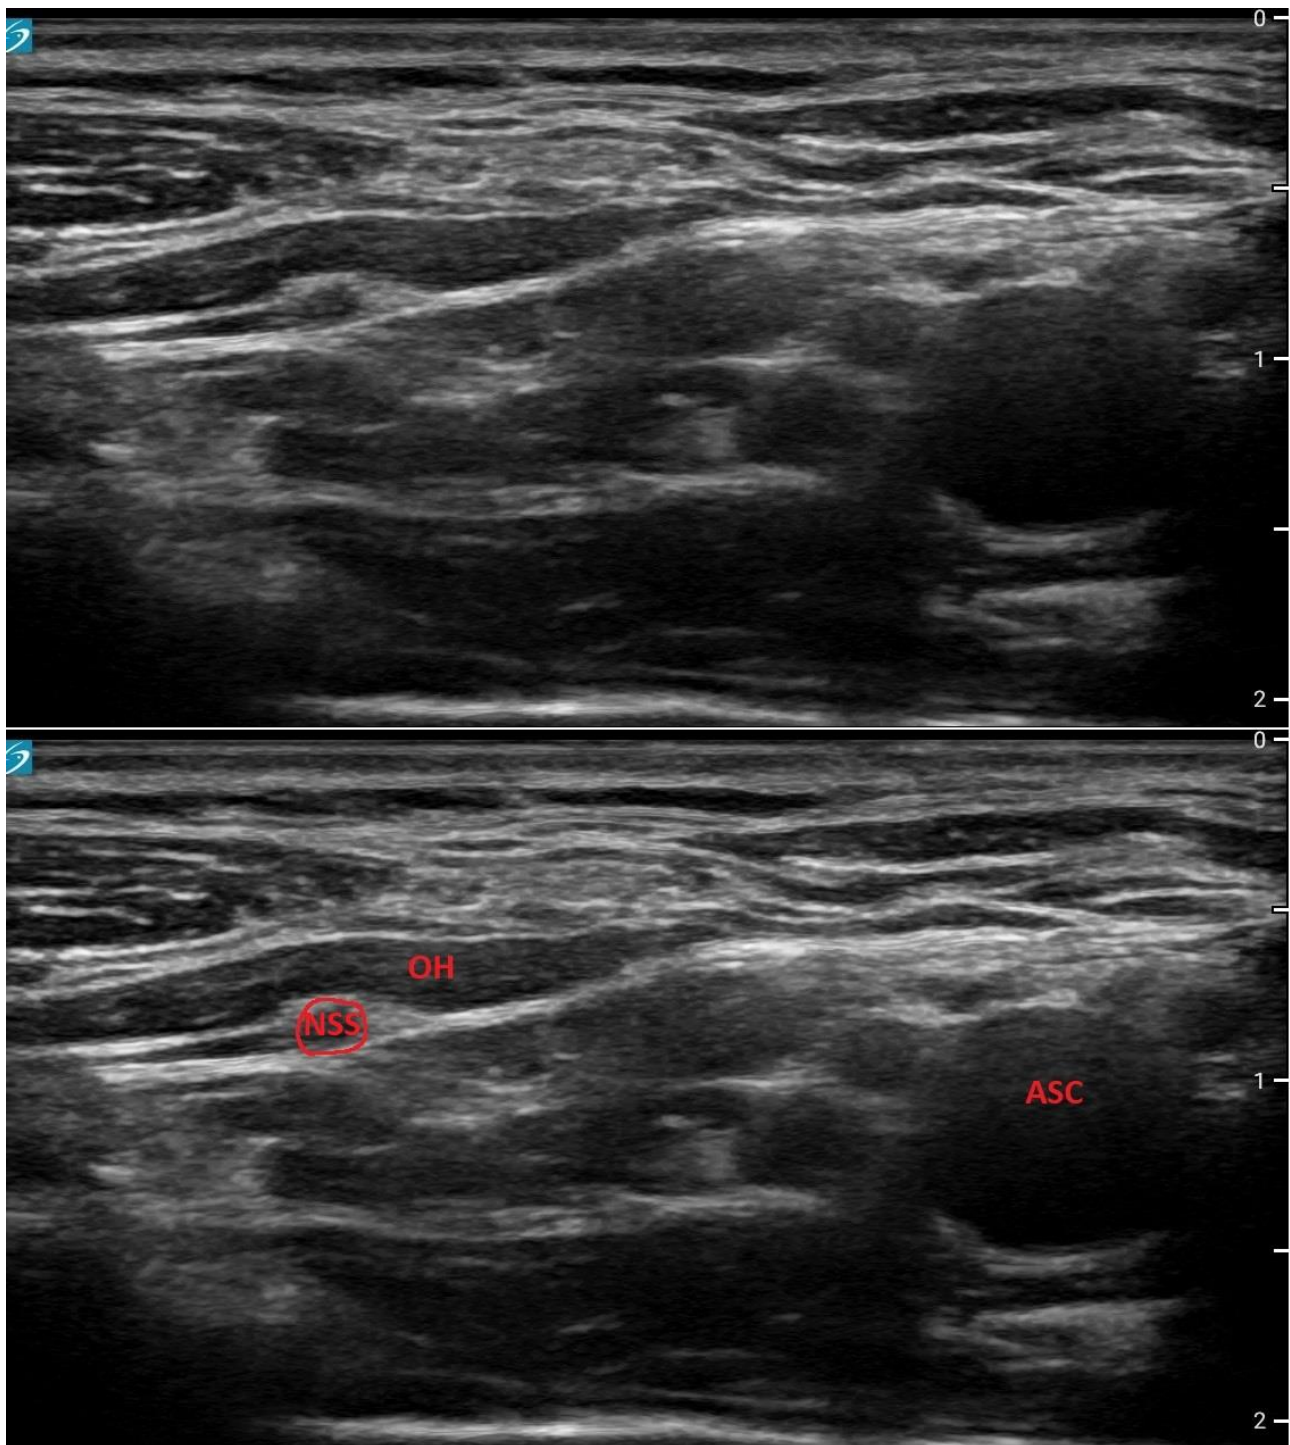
Vue échographique du bloc suprascapulaire par voie antérieure sus-calviculaire, ASC = artère sous-clavière, OH = muscle omo-hyoïdien, NSS = nerf suprascapulaire
